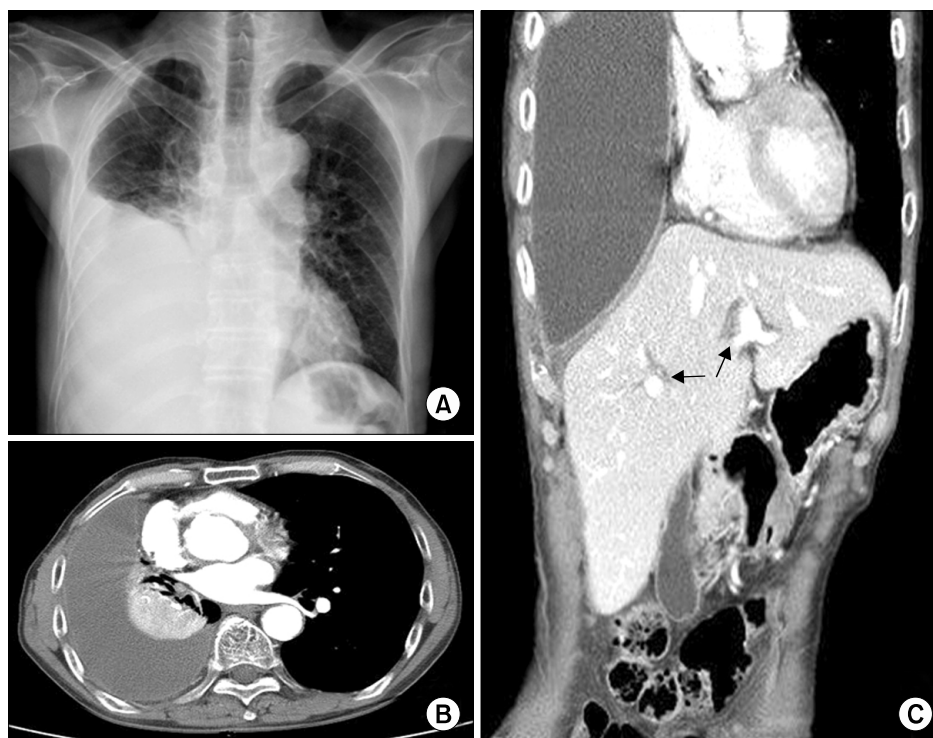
(A) Chest X-ray shows right pleural effusion. (B) Chest CT scan shows large amount of pleural effusion with passive atelectasis. (C) Abdomen CT scan shows mild intrahepatic duct dilatation (arrows). CT: computer tomography.
